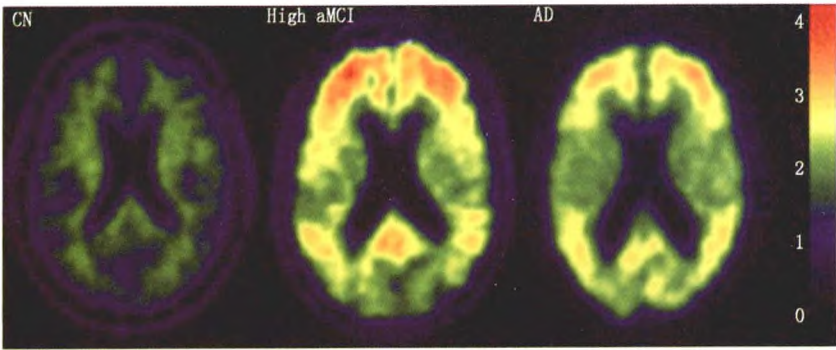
典型的¹¹C-匹兹堡化合物B-正电子发射断层显像(PiB-PET)受试者影像 图中的色标条表示皮质色素到小脑滞留的比例,CN为正常者的比例,High aMCI为遗忘型轻度认知损害的高比例,AD为阿尔茨海默病痴呆时的比例
